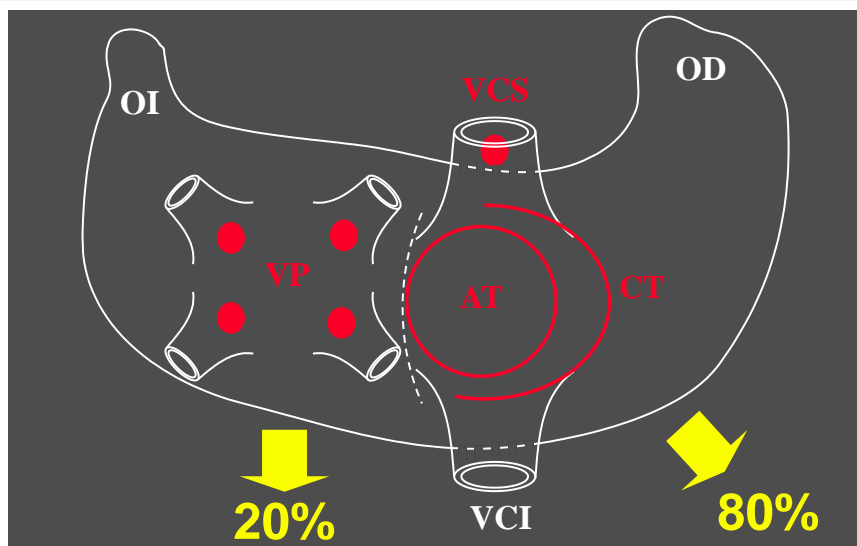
Localizaciones más frecuentes de las taquicardias auriculares focales. AT: anillo tricúspide, CT: cresta terminal, OD: orejuela derecha, OI: orejuela izquierda, VCI: vena cava inferior, VCS: vena cava superior, VP: venas pulmonares.
